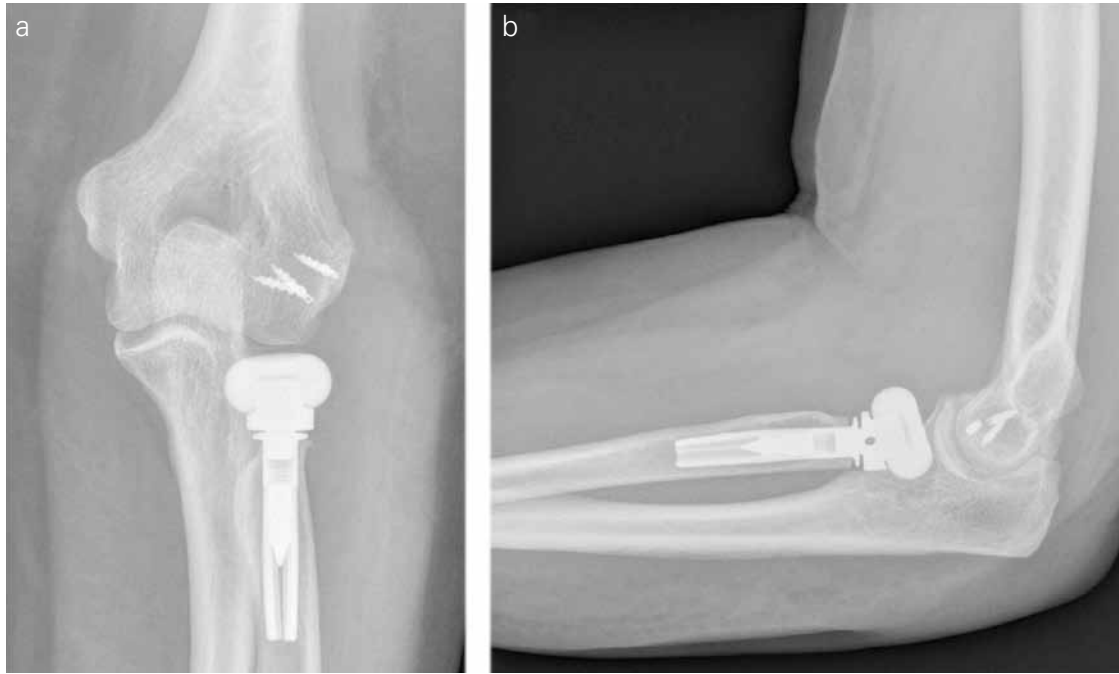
Isolated radial head replacement - x-rays in an anteroposterior (a) and lateral view (b)
